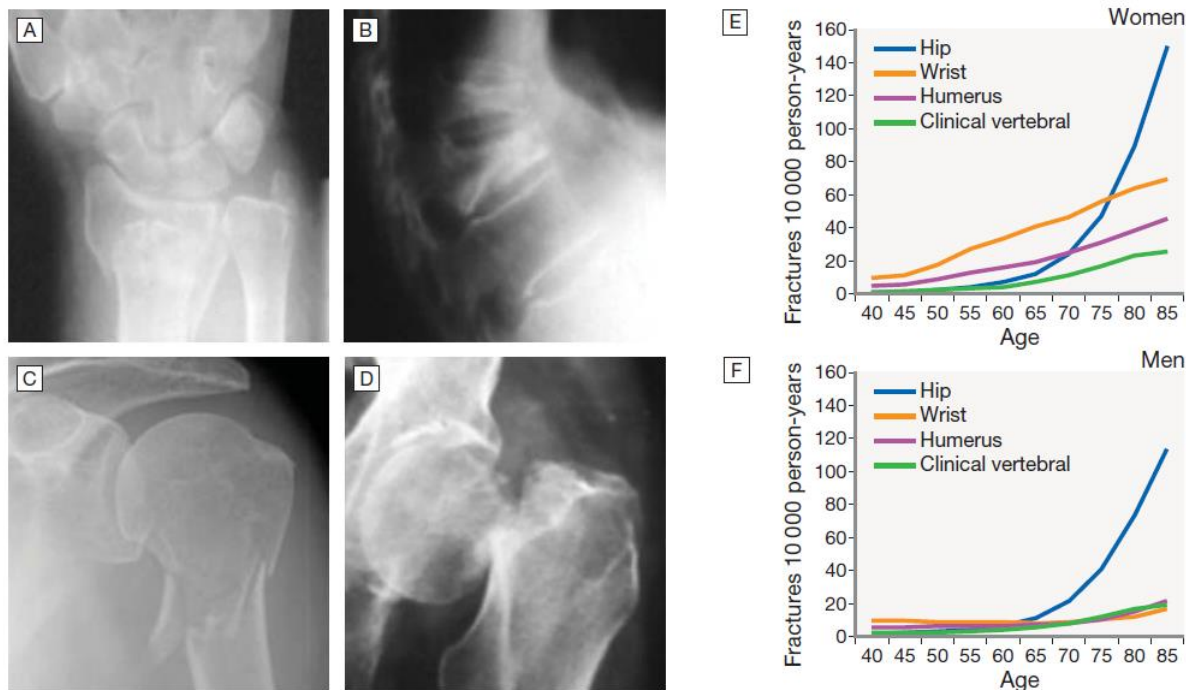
Fractures associated with osteoporosis. A X-ray of wrist. B Vertebrae. C Humerus. D Hip. E and F The changing incidence of each of these fractures with age in women and men, respectively. From Curtis EM, van der Velde R, Moon RJ, et al. Epidemiology of fractures in the United Kingdom 1988–2012: variation with age, sex, geography, ethnicity and socioeconomic status. Bone 2016; 87:19–26.
